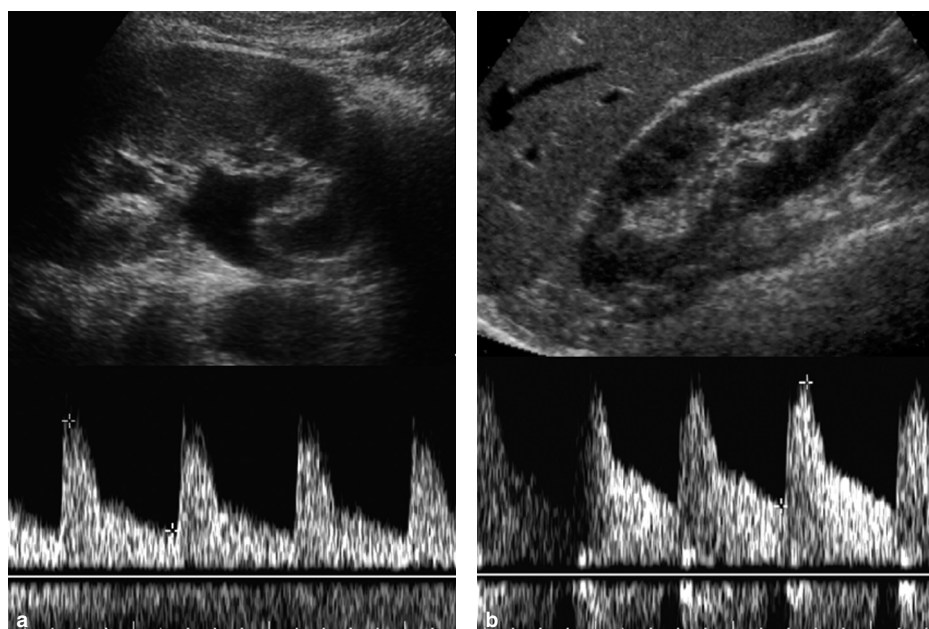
Obstruction du rein gauche. Écho-Doppler. Les résistances vasculaires intrarénales sont augmentées au niveau du rein gauche dont les cavités sont dilatées (IR = 0,71) (a) par rapport à celles du rein droit (IR = 0,61) (b).
